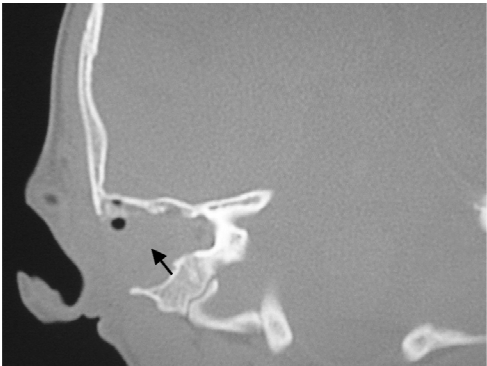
病例 2 术后冠状位 CT 显示瘘口处软组织充填
